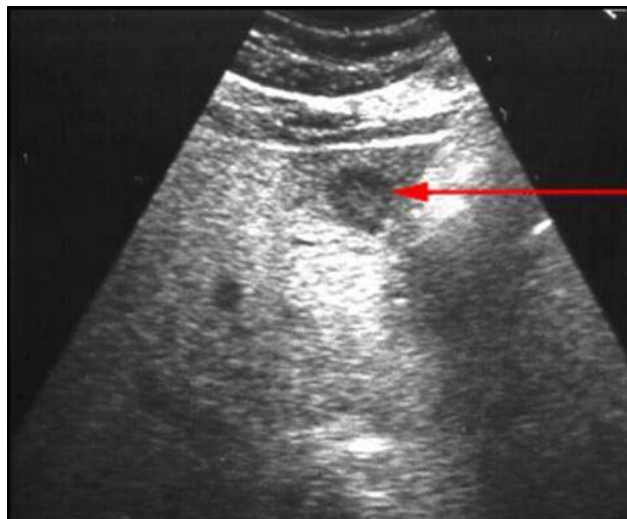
Image échographique en cocarde d'une MH unique d'un cancer colique chez un patient de notre étude.
